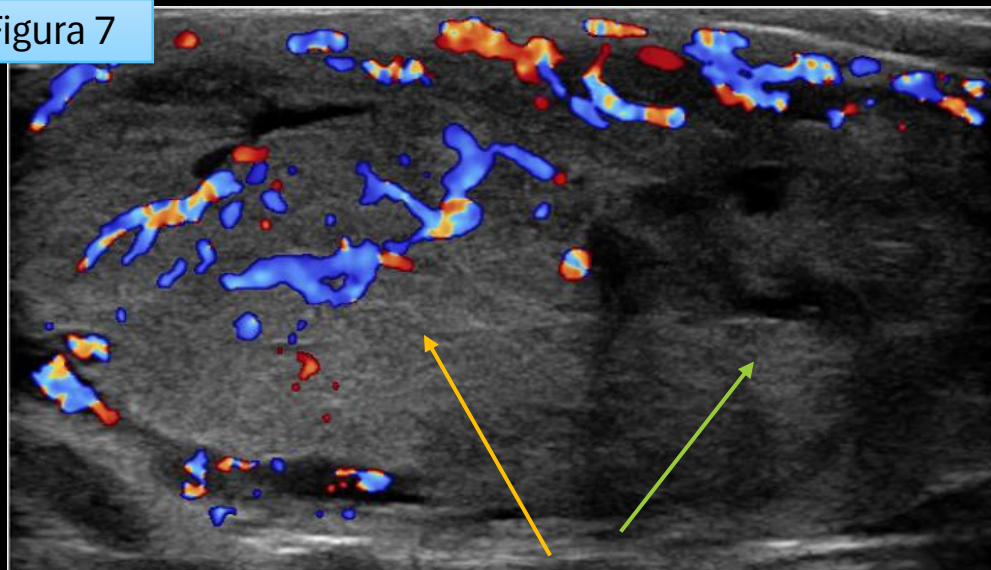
US-Doppler evidenciando:
